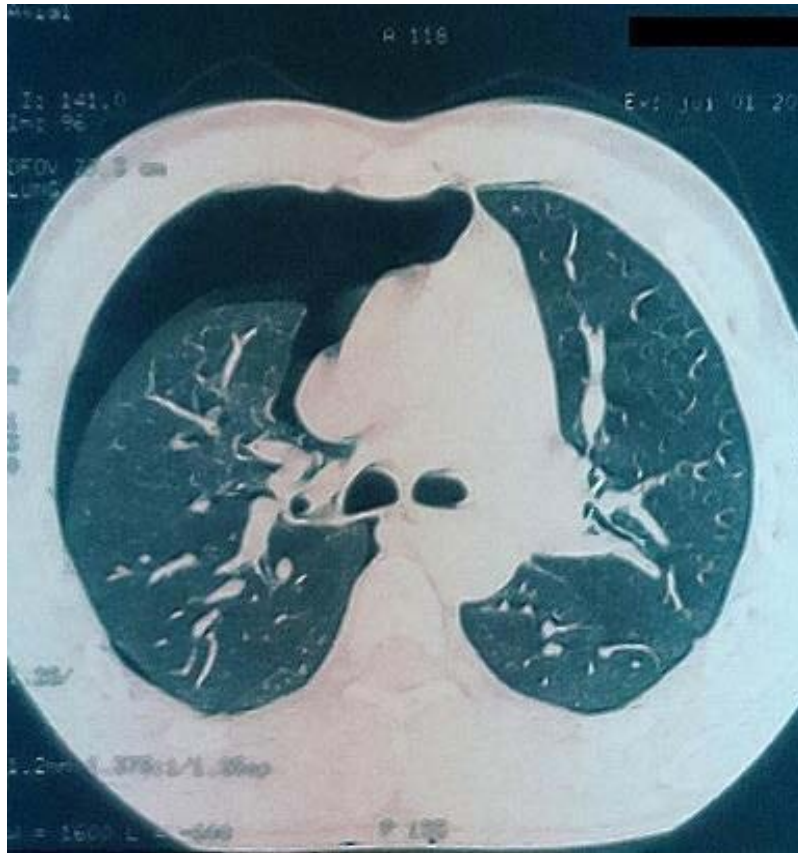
TDM thoracique : Pneumothorax droit isolé
